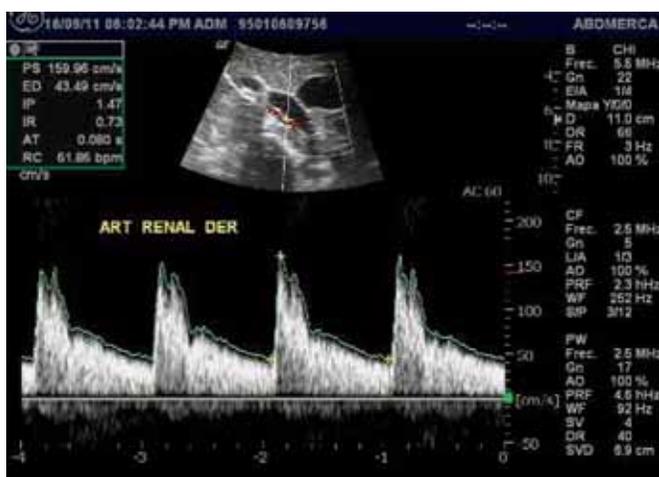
Ecografía Doppler de la arteria renal derecha, 15 días después de reparo endovascular de la coartación, donde igualmente hay recuperación de la morfología de onda habitual.
